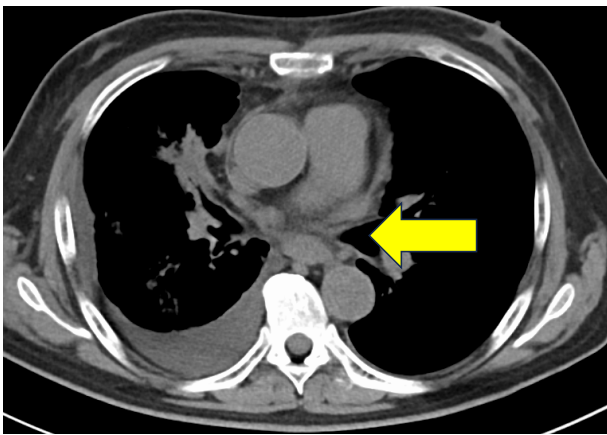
Computed tomography of the chest on day 33 revealed wall-thickening of the middle esophagus.
